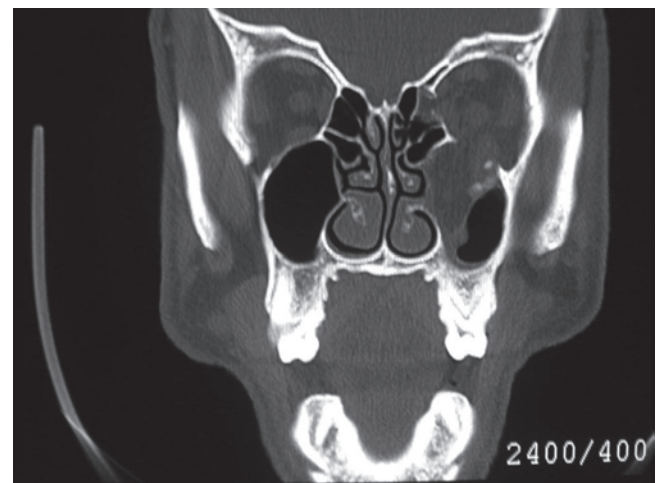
Tomografía computarizada coronal que demuestra una fractura orbitaria por estallamiento con herniación del contenido de la órbita en el seno maxilar.
